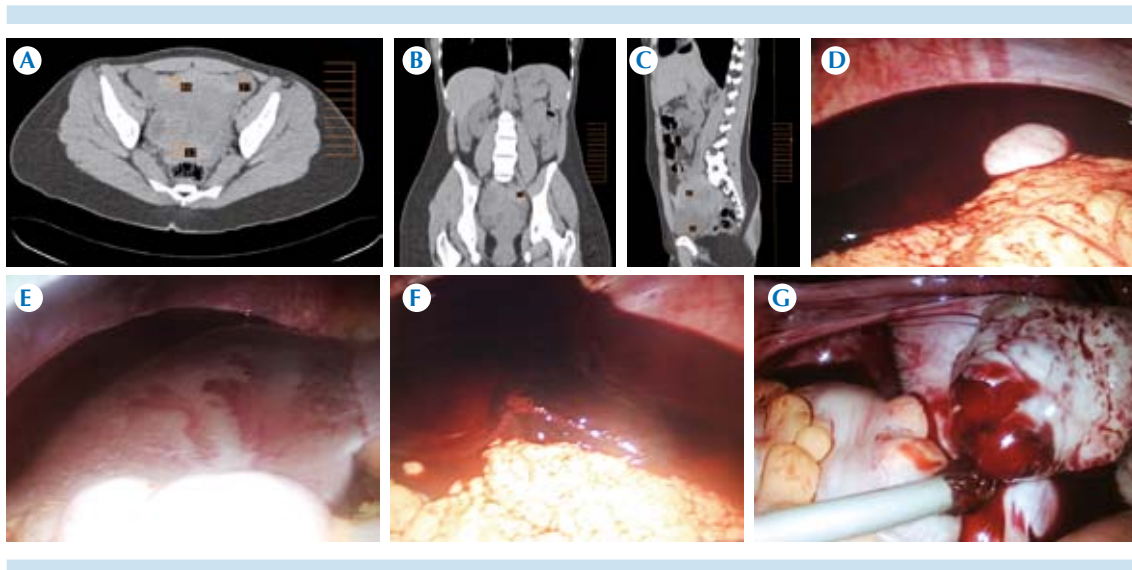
Caso 17. Mujer de 21 años con síndrome doloroso abdominal inespecífico. Tomografía en fase simple que definió en las imágenes A) axial y en las reconstrucciones multiplanares B-C) sagital y coronal área de hiperdensidad en relación con hemoperitoneo, con patrón de atenuación de 66-72 UH. La interpretación por tomografía señaló la posibilidad de abdomen agudo hemorrágico no traumático con hemoperitoneo de más de 500 cm³ de origen anexial derecho. En la exploración laparoscópica se demostró D-E) hemoperitoneo con acumulación hacia D) la fosa ilíaca derecha, hacia E) la región subdiafragmática derecha, con cambios en el contenido hemorrágico intrabdominal evidenciándose F) sangre roja fresca indicativa de sangrado activo. Se identificó al quiste ovárico hemorrágico G) causante del abdomen agudo hemorrágico no traumático con hemoperitoneo.
